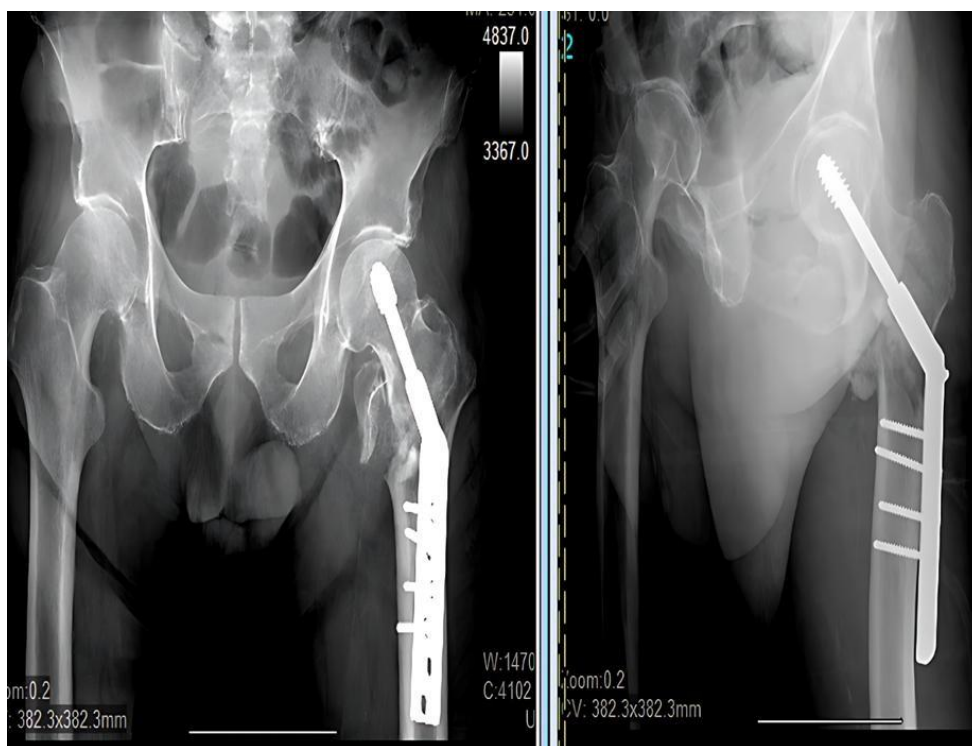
a) Radiografía postoperatoria; b) Radiografía después de 3 meses de seguimiento.
